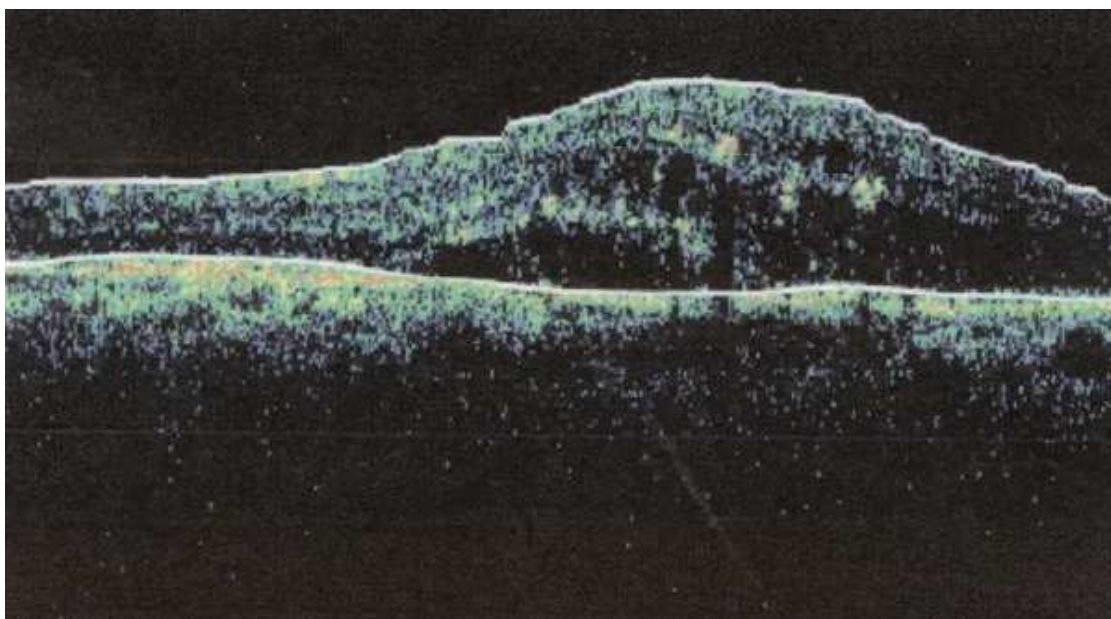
Tomografía óptica coherente de retina, donde se puede apreciar edema macular tipo “desprendimiento de retina neurosensorial”. Existe una clara separación entre la retina neurosensorial y la banda hiperreflectiva correspondiente al epitelio pigmentario de la retina.
